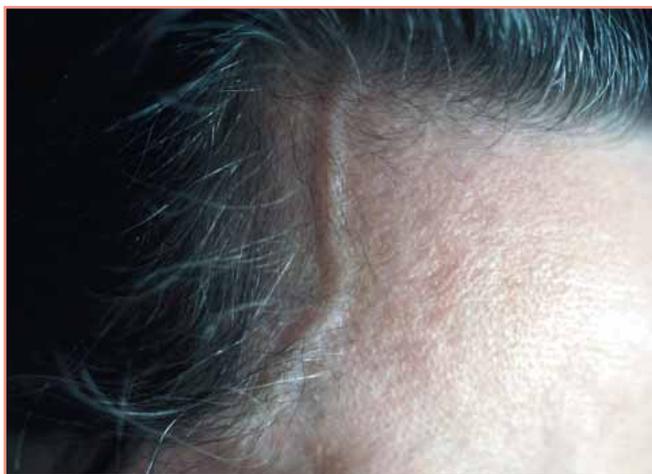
Artère temporale siège d'un œdème apparent qui se traduit en échodoppler par le signe du halo.
